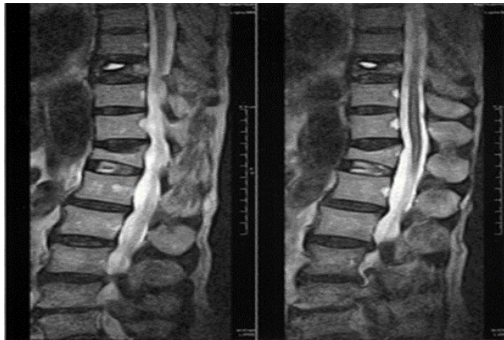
Знімок МРТ компресійного перелому хребта
